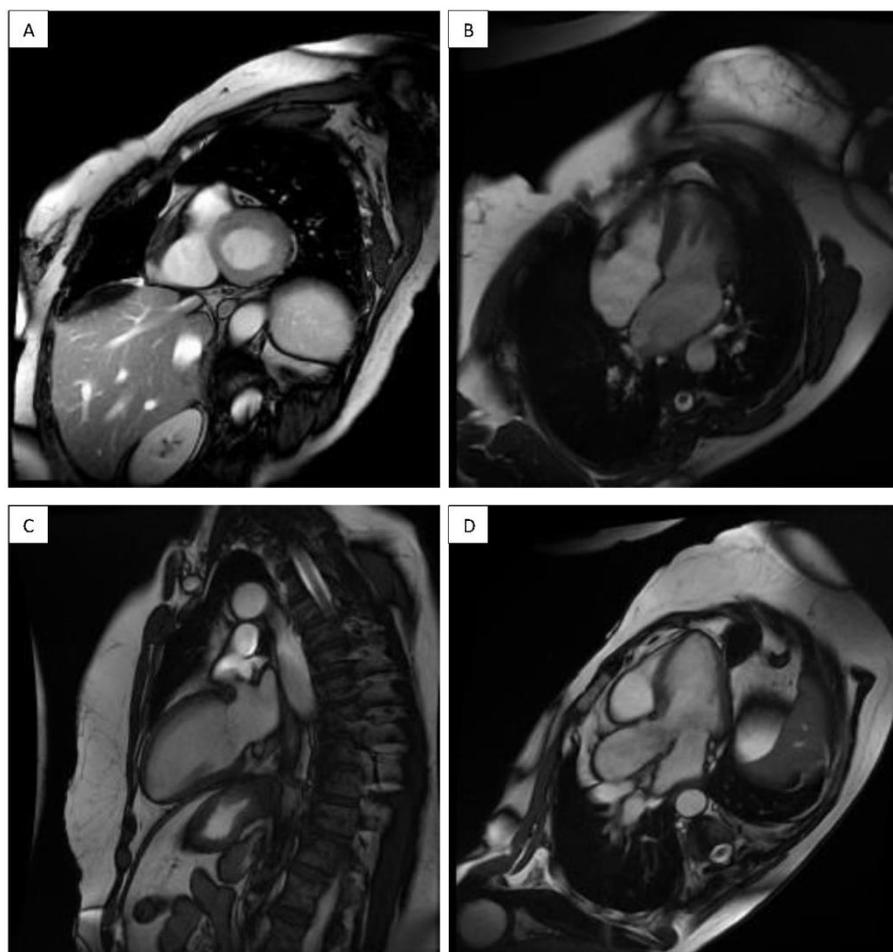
Immagini di cardio-RM del cuore in asse corto (A), 4 camere (B), 2 camere (C) e tratto di efflusso del ventricolo sinistro (LVOT) (D)
